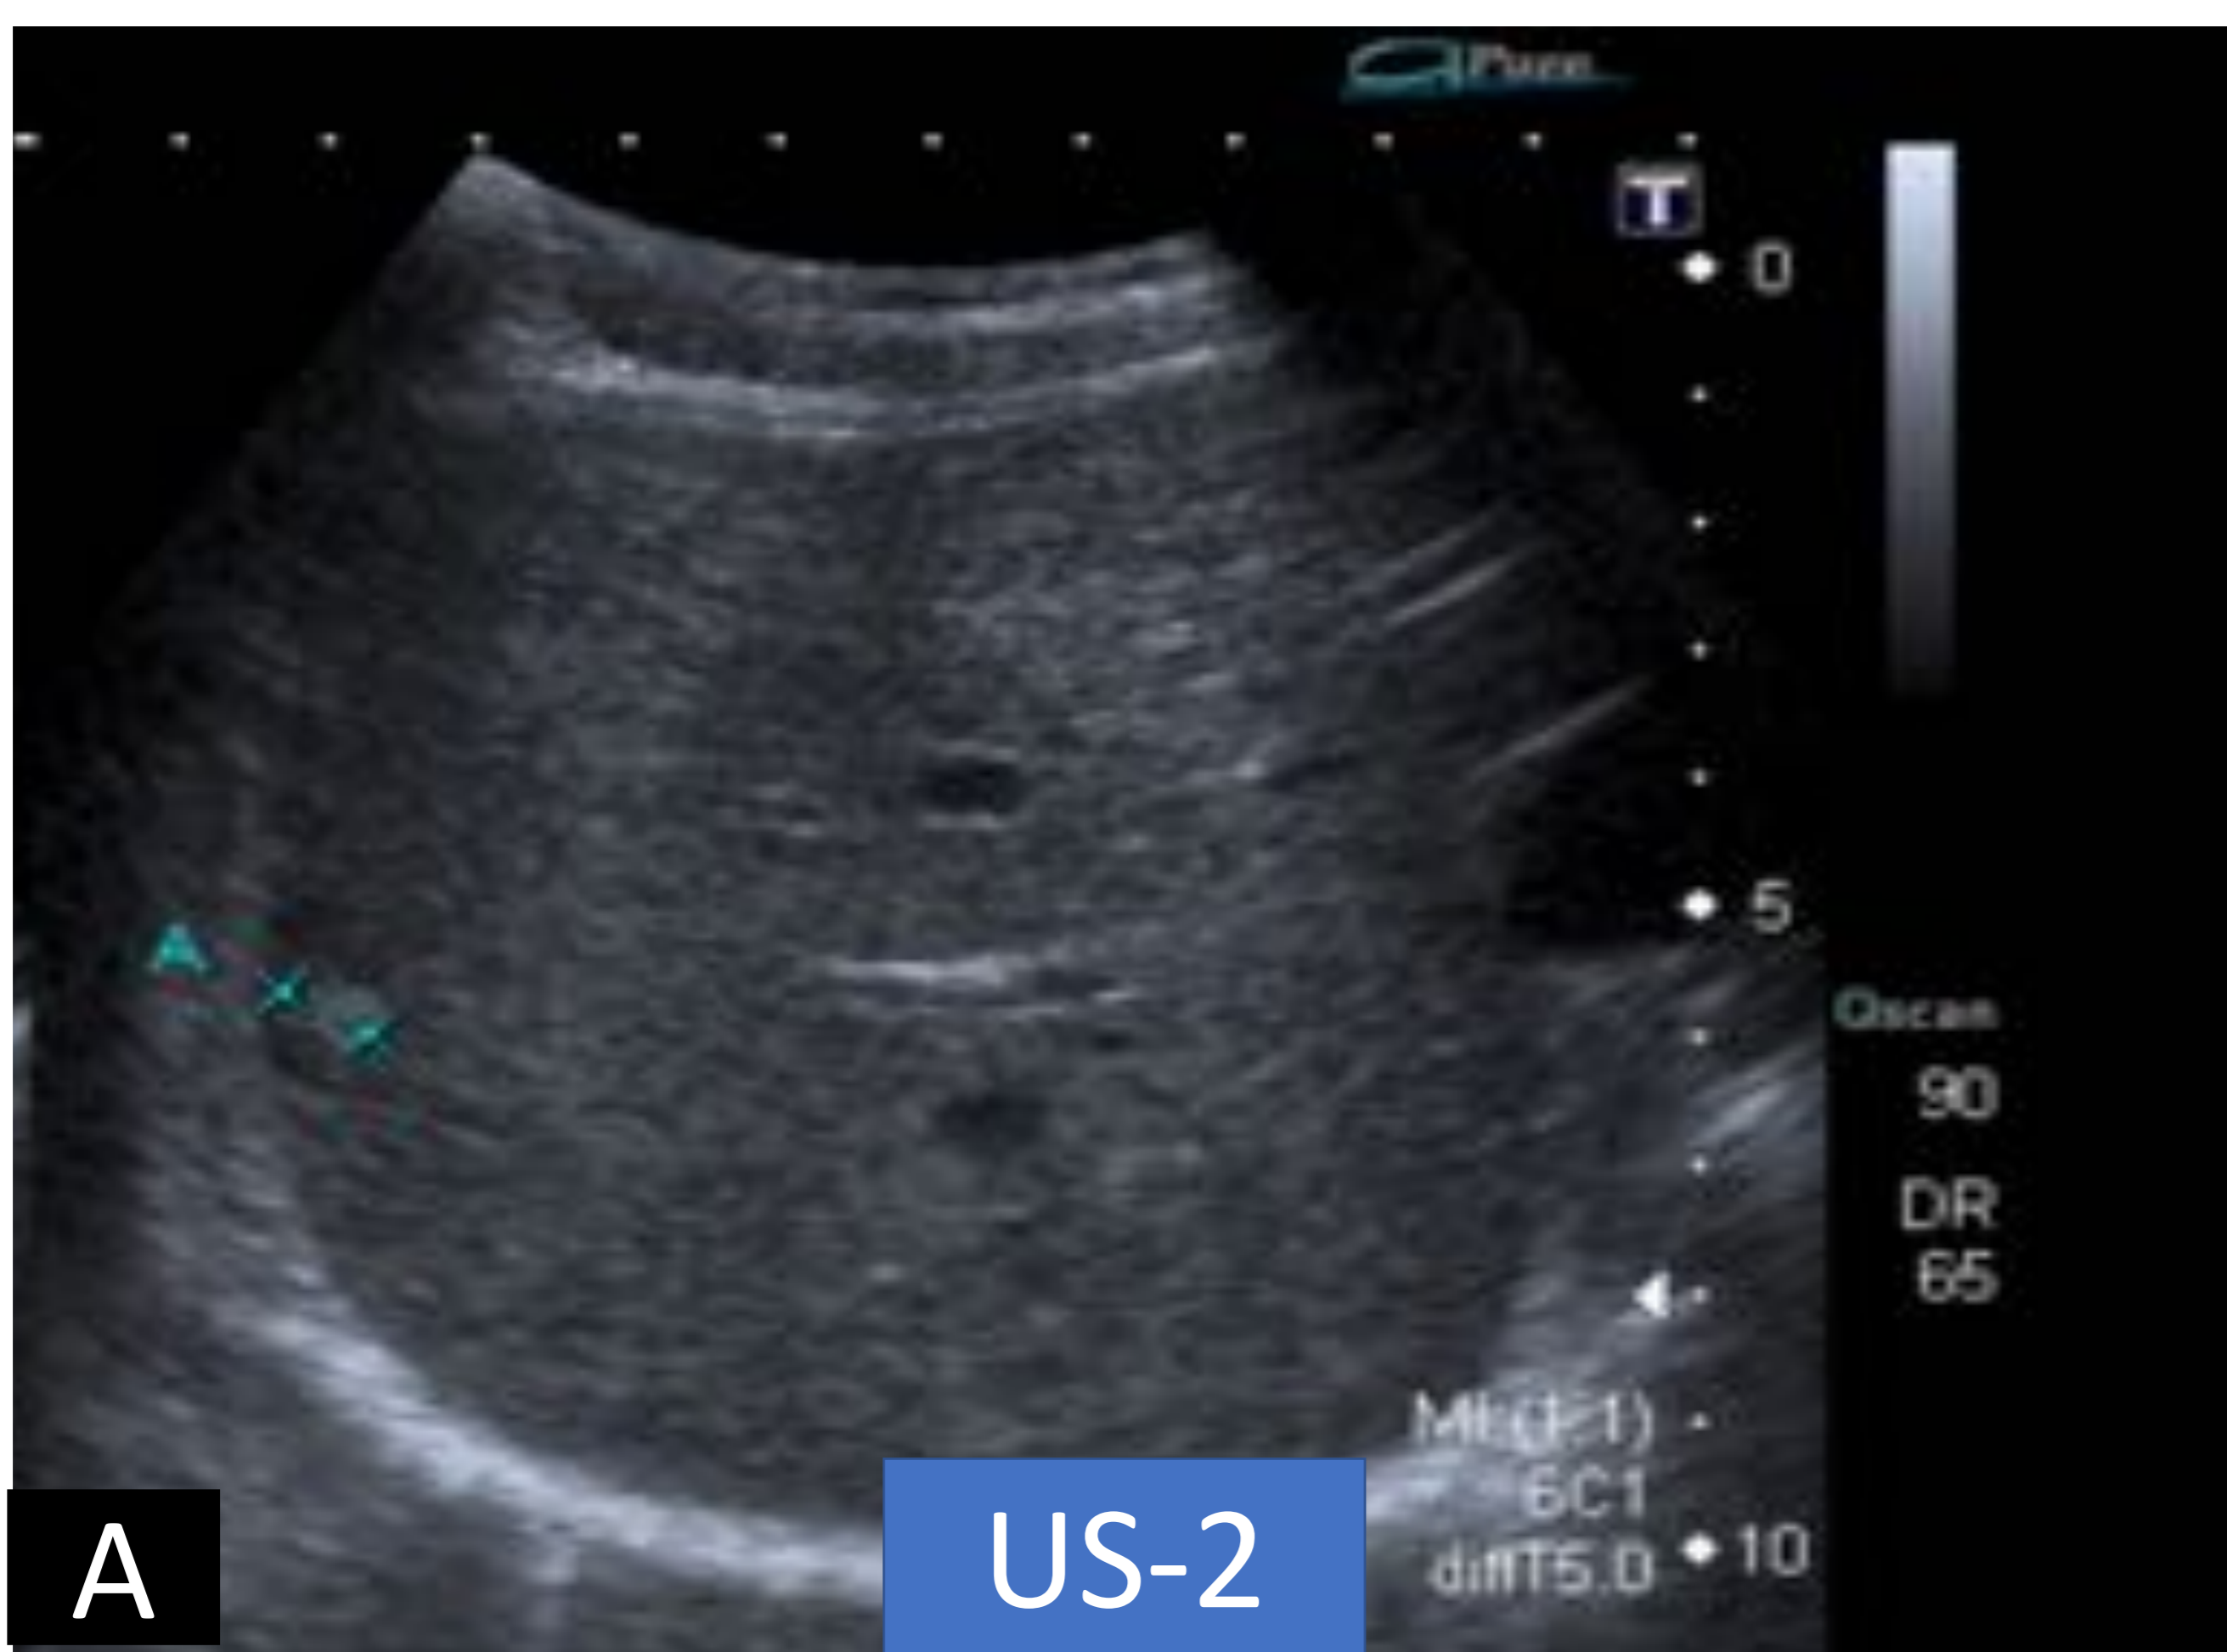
Mujer de 50 años de raza negra con antecedente de infección crónica por VHB, sin cirrosis asociada. (A) US de cribado (corte sagital): en LHD se visualiza un pequeño nódulo hiperecogénico de localización periférica (aproximadamente de 6 - 8 mm), que se clasifica como categoría US-2. Se realiza seguimiento en 5 meses (B) en el que se aprecia aumento de tamaño a 30 mm (US-3), por lo que se decide realizar RM hepática: LOE hepática que presenta captación rápida en fase arterial (C) y lavado rápido en fase portal (D), sugerente de HCC.
